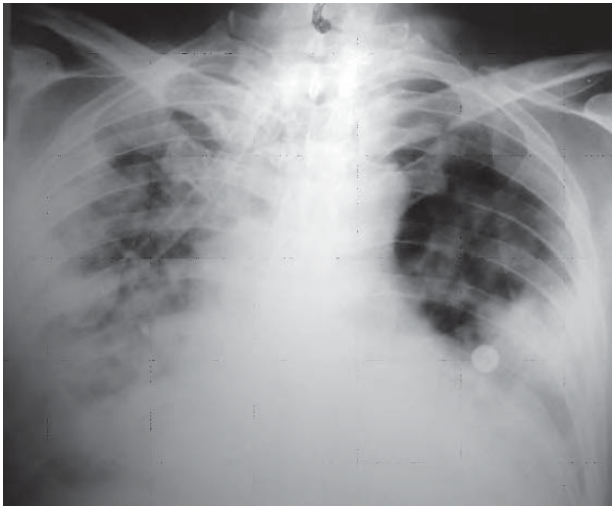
/14a. Radiografía de tórax. Paciente con hepatitis alcohólica que presenta broncoaspiración masiva. Imágenes exudativas.
